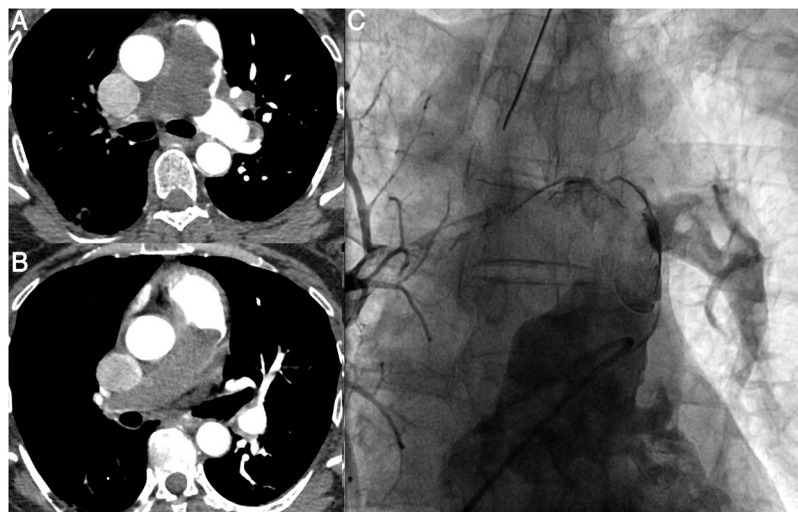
A) Tomografía computarizada. Obliteración del tronco pulmonar. La arteria pulmonar izquierda está permeable. B) Tomografía computarizada. Obliteración de la arteria pulmonar derecha. C) Ventriculografía derecha. Suboclusión del tronco pulmonar y de la rama derecha. La rama lobar inferior izquierda está preservada.
